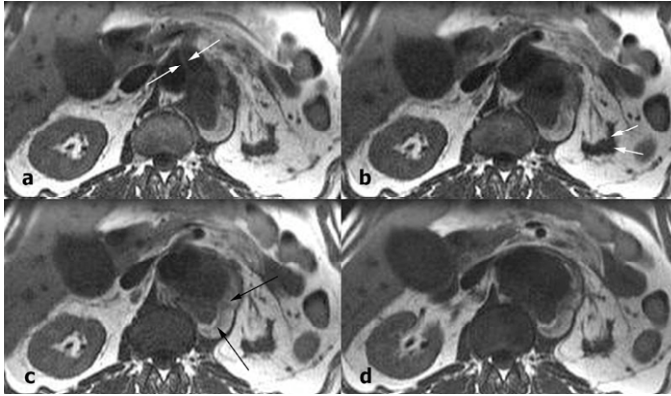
a-d: Aneurisma aortico para-anastomotico prossimale. Sequenze RM T1 senza mdc, piano assiale. a) Flap intimale (freccie bianche) nel lume dell'aorta sovrenale, si localizza a ridosso dell'emergenza della AMS. b-d) l'aneurisma coinvolge l'ostio dell'arteria renale sinistra, il rene da questo lato ha volume molto ridotto (freccie bianche). Trombosi recente e flusso lento vorticoso nella camera aneurismatica si presentano con segnale iperintenso (freccie nere).
